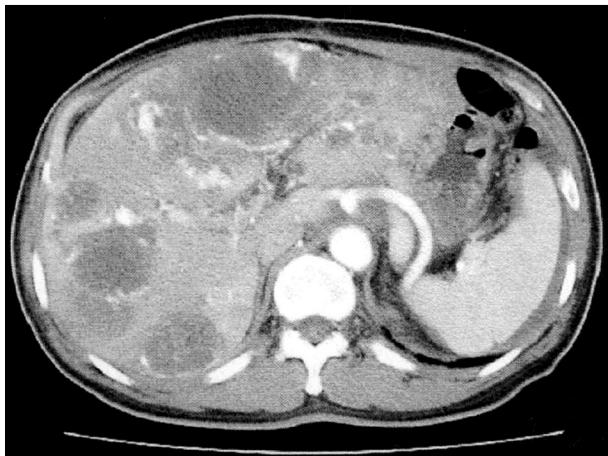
Follow up abdominal CT scan shows multiple variable sized dense peripheral enhancing masses in both hepatic lobes.
